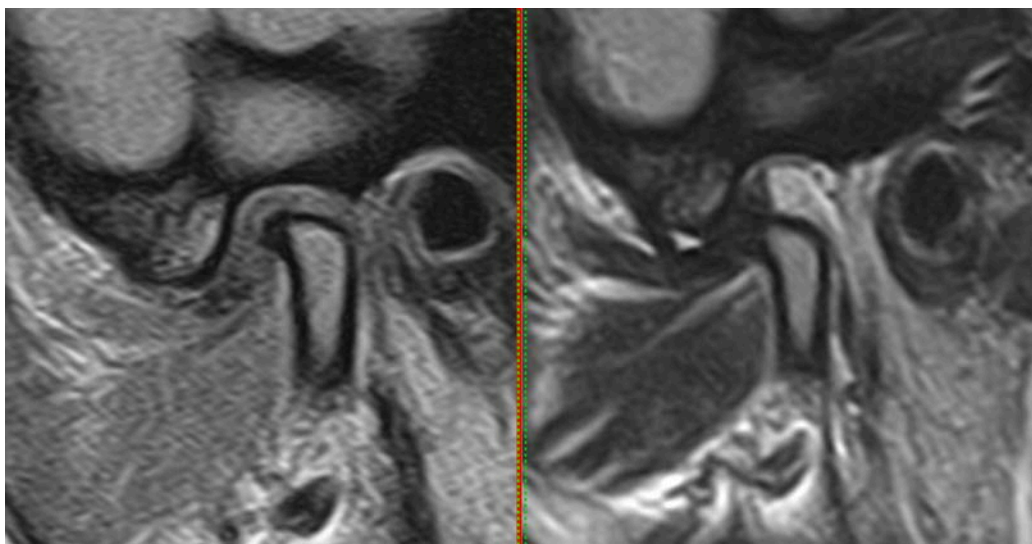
Данные МРТ ВНЧС пациентки до лечения
